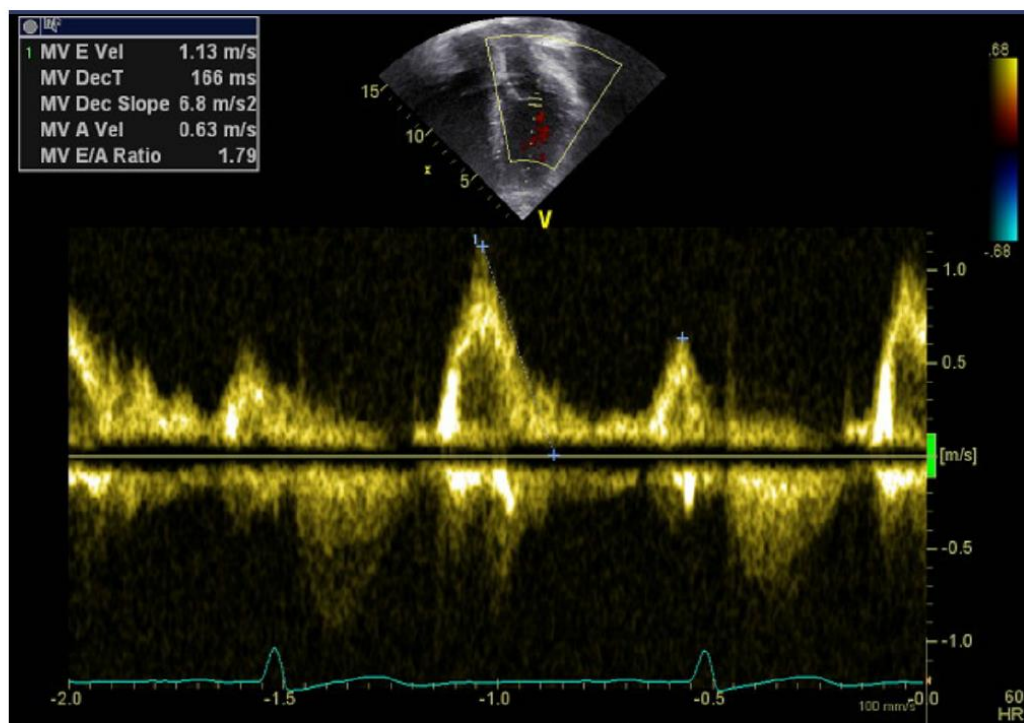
(A) Doppler Pulsato del flusso transmitralico, mostra le velocità di picco durante la fase diastolica precoce e durante la contrazione atriale
